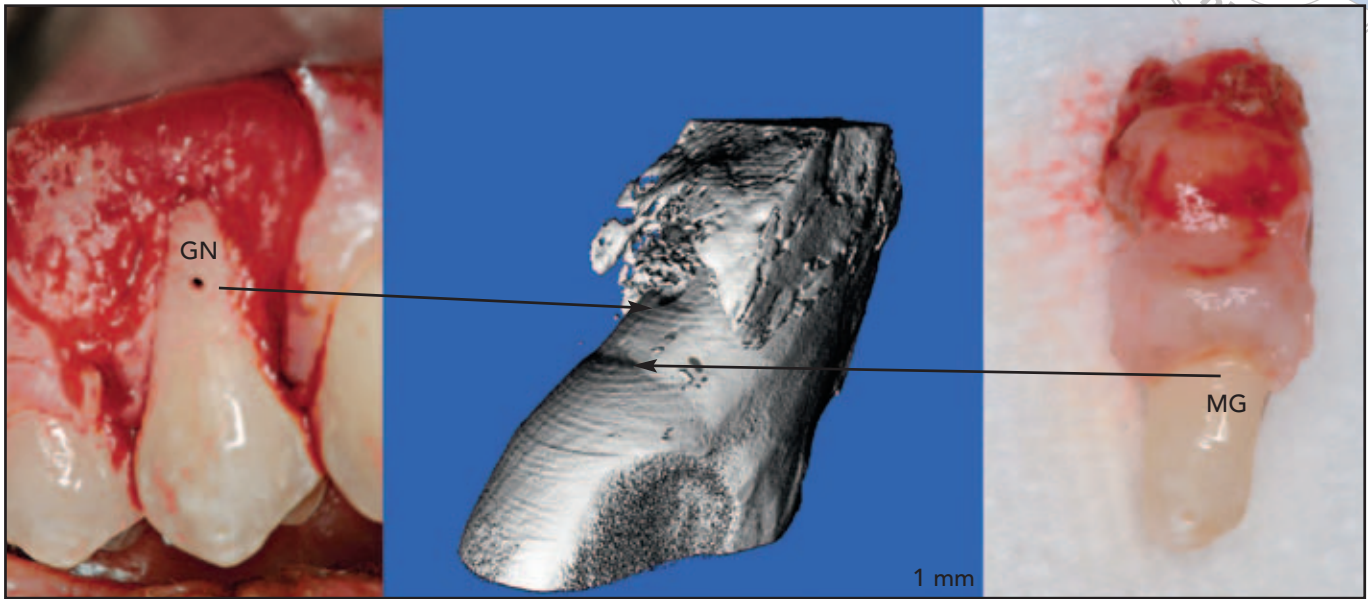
(links) Klinische Ansicht eines Testbereichs unmittelbar vor der Behandlung mit rhPDGF-BB + β -TCP, einem Kollagen-Wundheilverband und einem koronal verschobenen Lappen. Die Referenzkerben im Knochen und in der Gingiva wurden 2 Monate nach Erzeugung des Rezessionsdefekts angebracht. GN = Gingivakerbe. (Mitte) Das Mikro-CT-Bild, das 9 Monate nach der Behandlung mit dem Wachstumsfaktor gemacht wurde, zeigt eine signifikante koronale Knochenbildung fast bis zur Gingivakerbe. (rechts) 9 Monate nach der Behandlung mit rhPDGF-BB + β -TCP ist eine vollständige Wurzelabdeckung erzielt. MG = marginale Gingiva.
